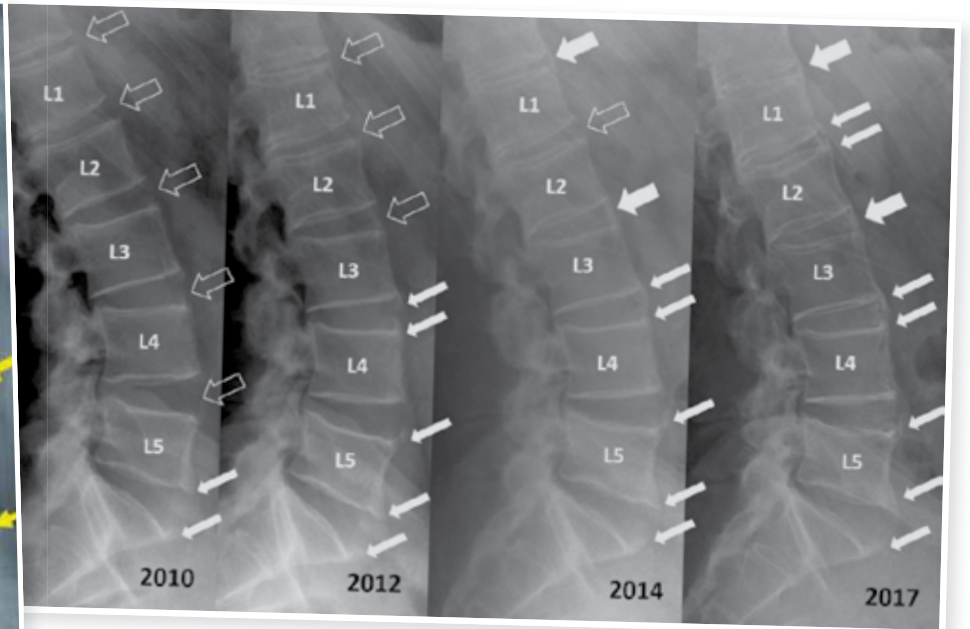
Wiederholte laterale Ansicht einer Lendenwirbelsäule im Röntgen bei einem Patienten mit axialer Spondyloarthritis über einen Zeitraum von 7 Jahren mit Nachweis einer zunehmenden überbrückenden Verknöcherung im vorderen Bereich. L1–L5 bezeichnen die einzelnen Lendenwirbel, offene Pfeile: noch keine Verknöcherung, feine weisse Pfeile: beginnende Verknöcherung an einer Ecke, dicke weisse Pfeile: überbrückende Verknöcherung.
